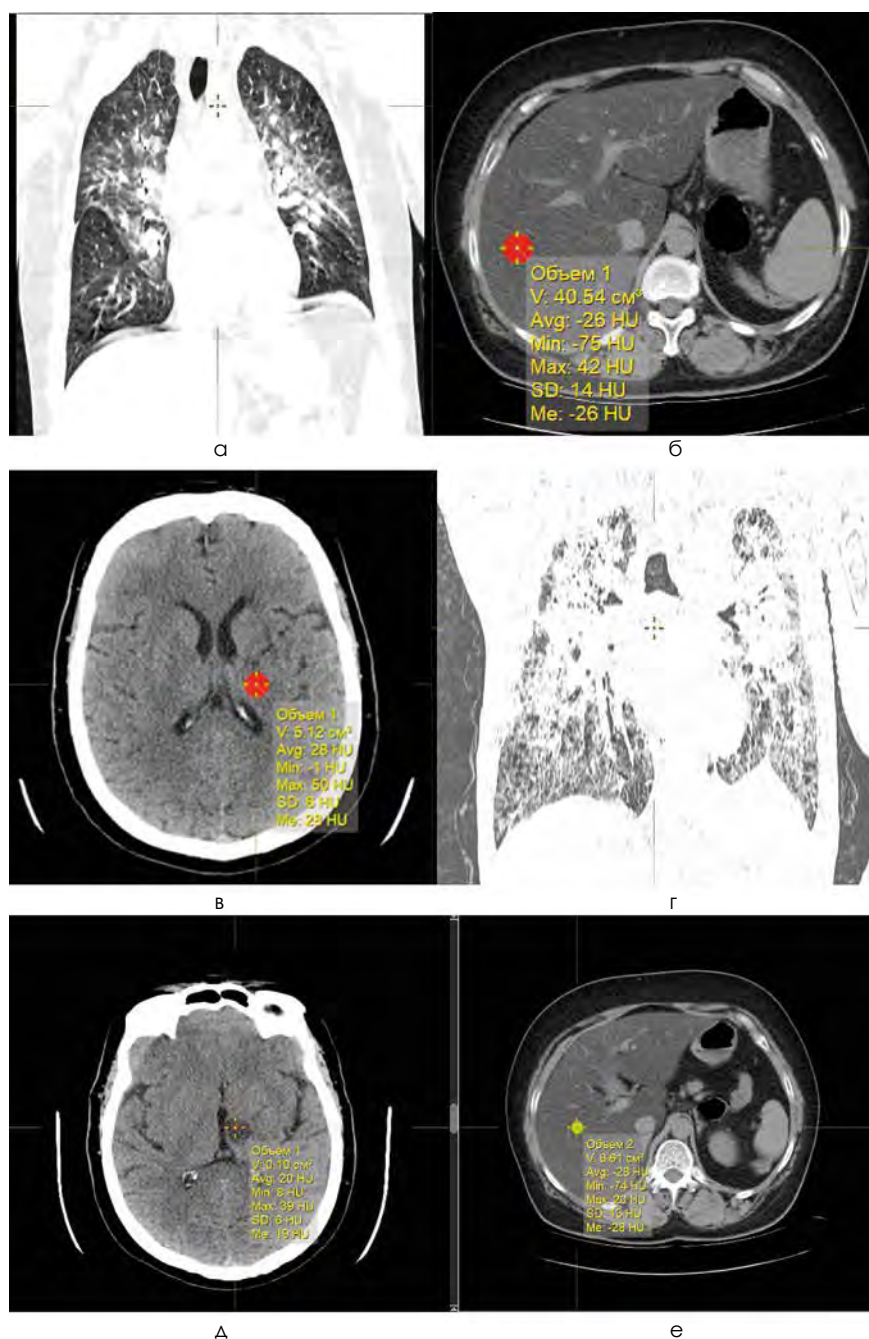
Пациент, 45 лет. СОПЛ, аспирация токсических жидкостей: а – корональный срез КТ ОГК (двухсторонние интерстициальные изменения, с преимущественной локализацией в центральных отделах); б – КТ печени, аксиальный срез (гепатомегалия, плотность паренхимы – 28 HU); в – КТ головного мозга, аксиальный срез (плотность вещества 28 HU); через 1 сутки пребывания в отделении реанимации: г – корональный срез КТ ОГК в динамике (признаки альвеолярного отека – динамика отрицательная); д – КТ печени, аксиальный срез (гепатомегалия, плотность паренхимы – 28 HU – динамика отрицательная); е – КТ головного мозга, аксиальный срез (в базальных ядрах слева определяется очаг, гипointенсивного характера, плотность 19 HU – соответствует ишемическому инсульту. Динамика отрицательная).
